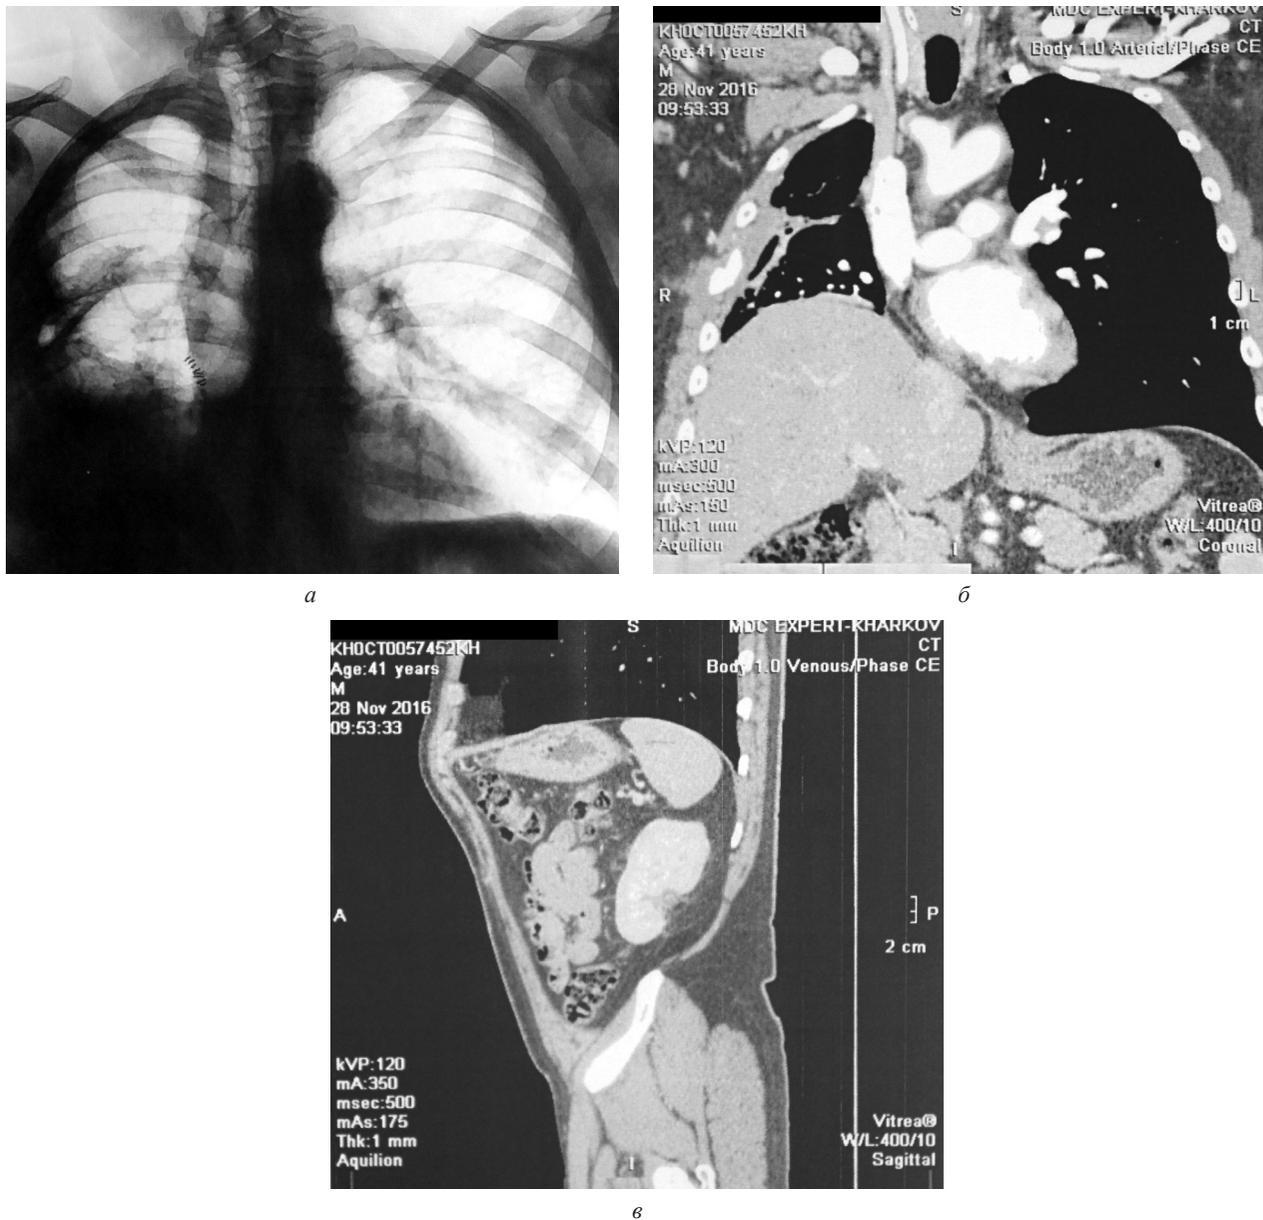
Рентгенограмма и СКТ-снимки после операции: *а* — зона шва на культе нижнедолевого бронха; *б* — тяжи плевро-пульмонального фиброза; *в* — фиброз в послеоперационной зоне левой почки
